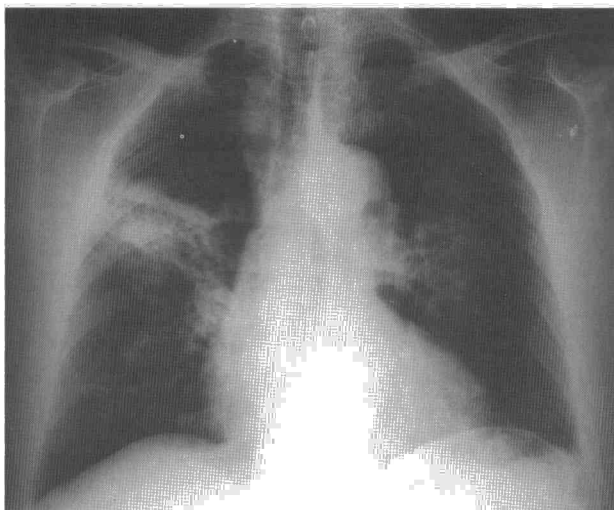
Radiografía de tórax con infiltrado alveolar más pérdida de volumen en los campos superior y medio del hemitórax derecho y en el campo medio del hemitórax izquierdo. Tomografía axial computarizada torácica en la que se aprecia un infiltrado alveolar más pérdida de volumen de los lóbulos superiores derecho e izquierdo.
